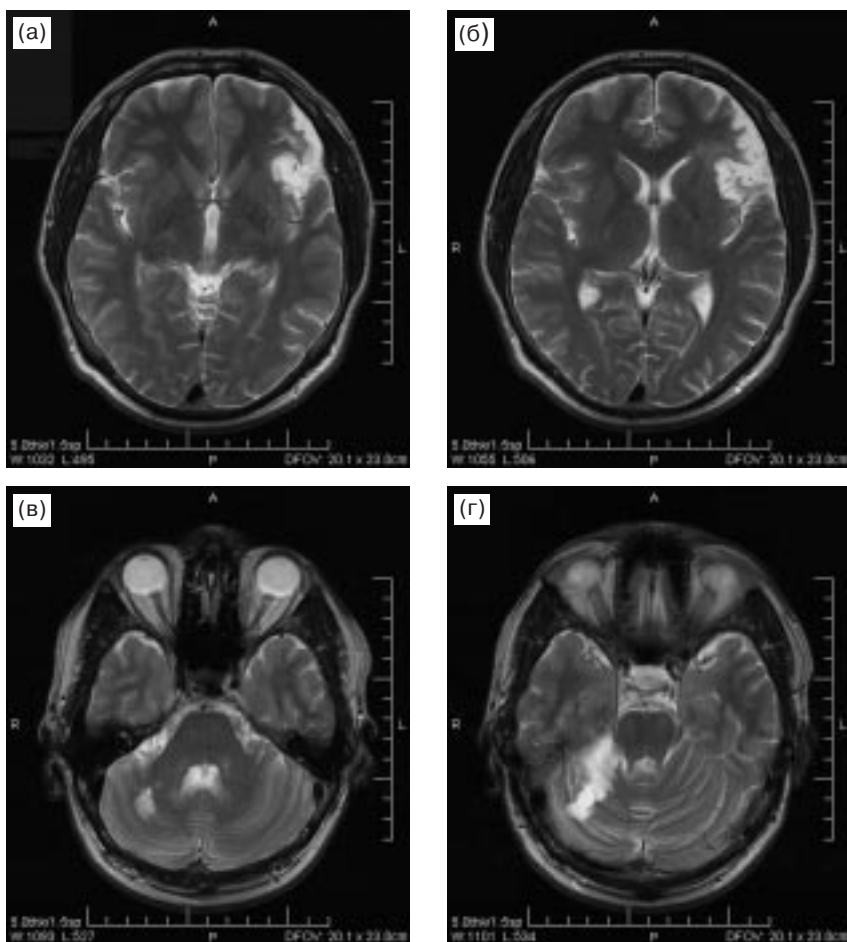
МРТ головного мозга обследованного больного (объяснения в тексте).
